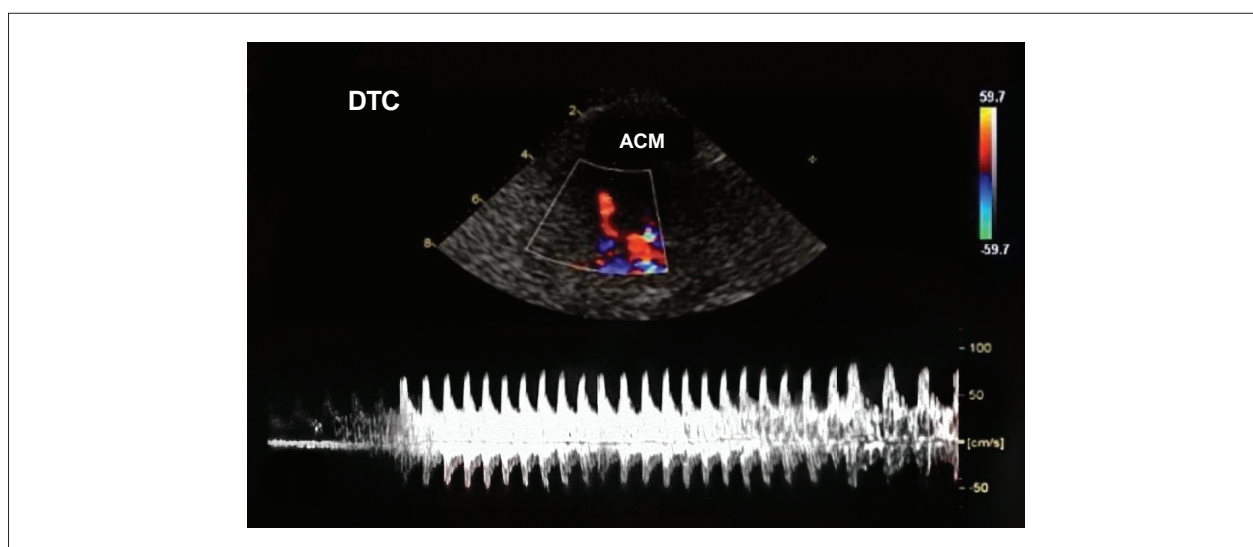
Doppler da ACM revela shunt venoso-arterial importante com aparência contínua de HITS (“efeito cortina”). DTC: Doppler Transcraniano; ACM: artéria cerebral média.
